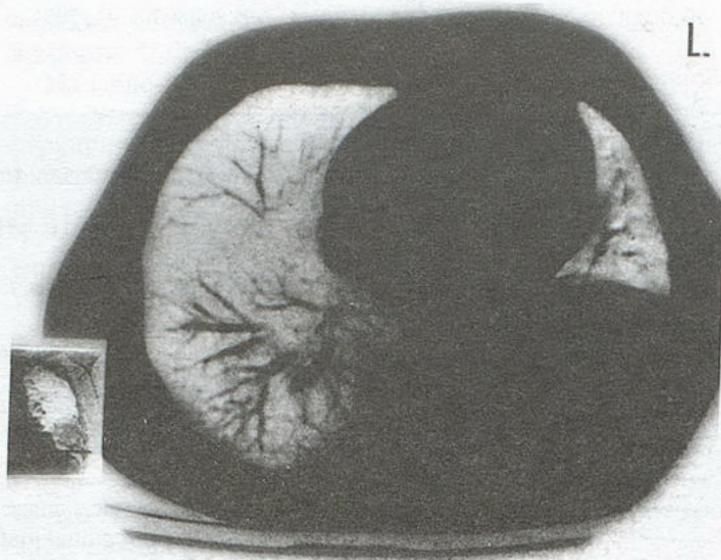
Рентгенокомпьютерная томограмма больного П.
